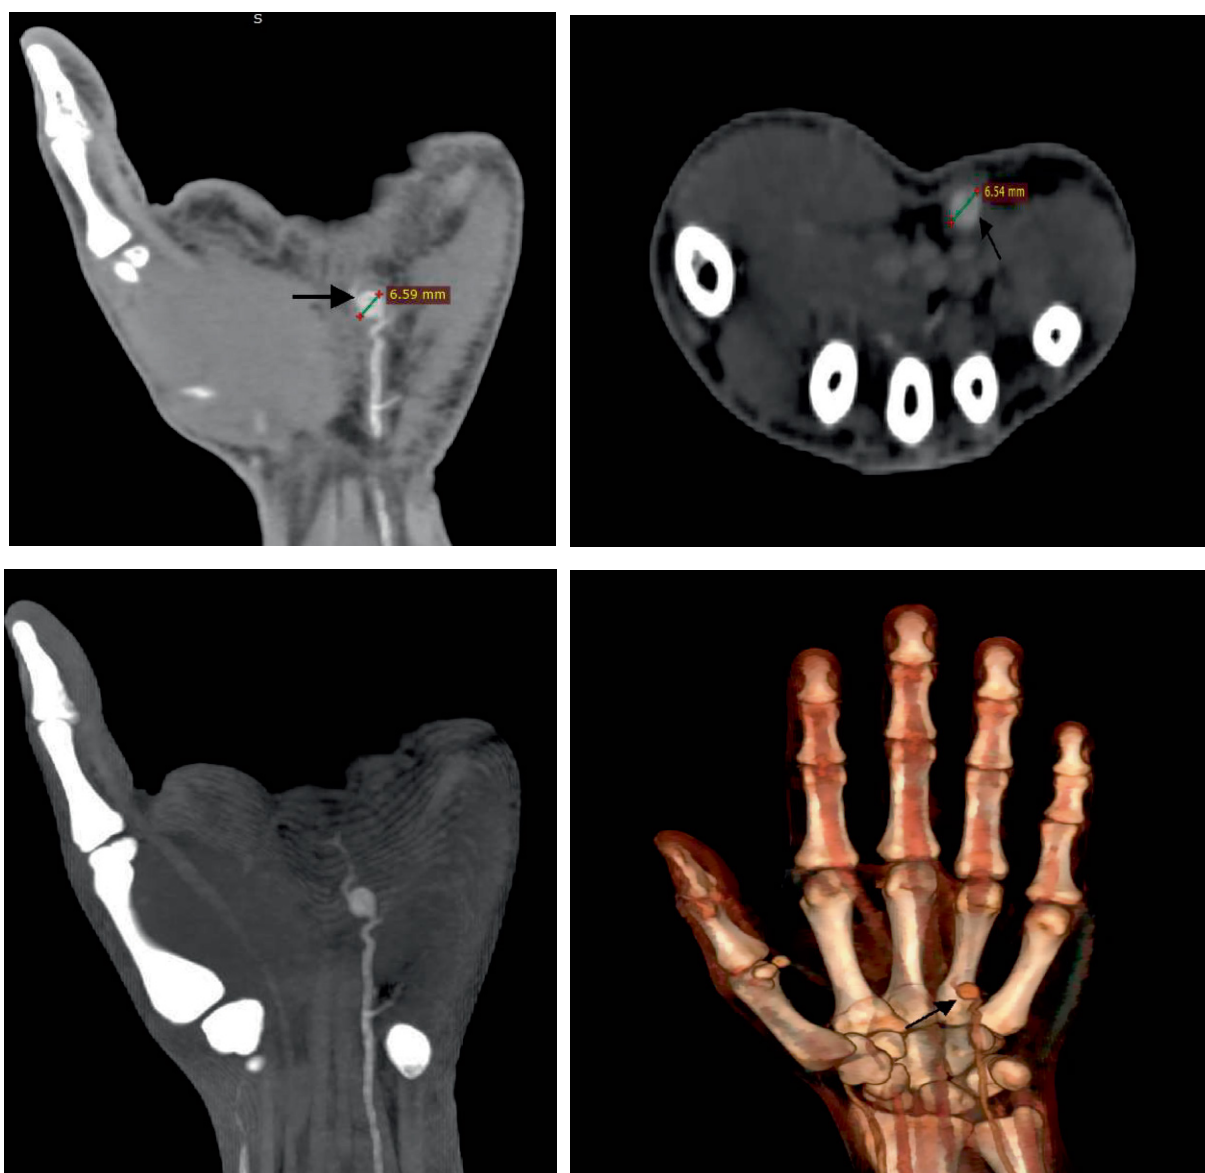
МСКТ-ангиография артерий левой верхней конечности. Аневризма левой локтевой артерии
